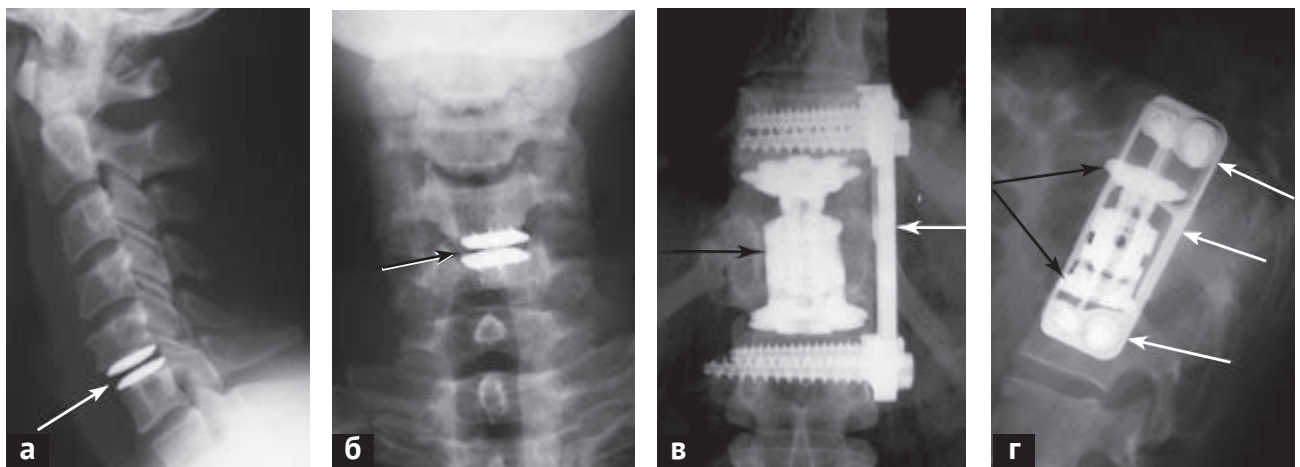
Рентгенограммы больных после операций на позвоночнике с использованием современных имплантатов: а — боковая и б — прямая проекции шейных спондилограмм после дискэктомии C_{v-vi} по поводу грыжи диска и установки искусственного диска (стрелка); в — прямая и г — боковая проекции рентгенограмм позвоночника после операции частичной спондилэктомии Th_{xii} при его переломе и стабилизации позвоночника с использованием протеза тела позвонка (темные стрелки) и титановой пластины (белые стрелки) с применением эндоскопической ассистенции
